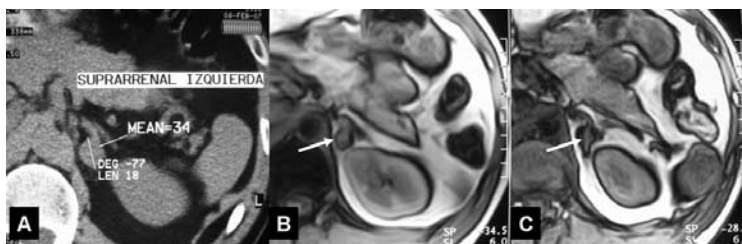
Adenoma suprarrenal a) Tomografía computada a) Sin contraste: Pequeño nódulo adrenal izquierdo. su densidad espontánea es francamente mayor de 10 UH pero inferior de 40 UH, características inespecíficas, la Resonancia magnética con técnica de corrida química b) En fase, c) Fuera de fase, caída de señal, particularmente en el borde interno del nódulo (flechas) confirmando predominio de componente adiposo.
